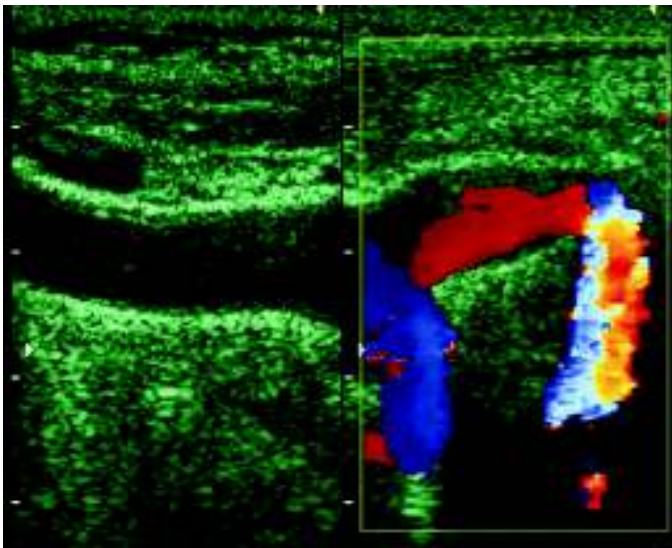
Imagem ultrassonografia-doppler demonstrando kinking arterial. Disponível em <http://www.misodor.com/INSUFARTEXTRAC.html> acessado em 14.03.16
